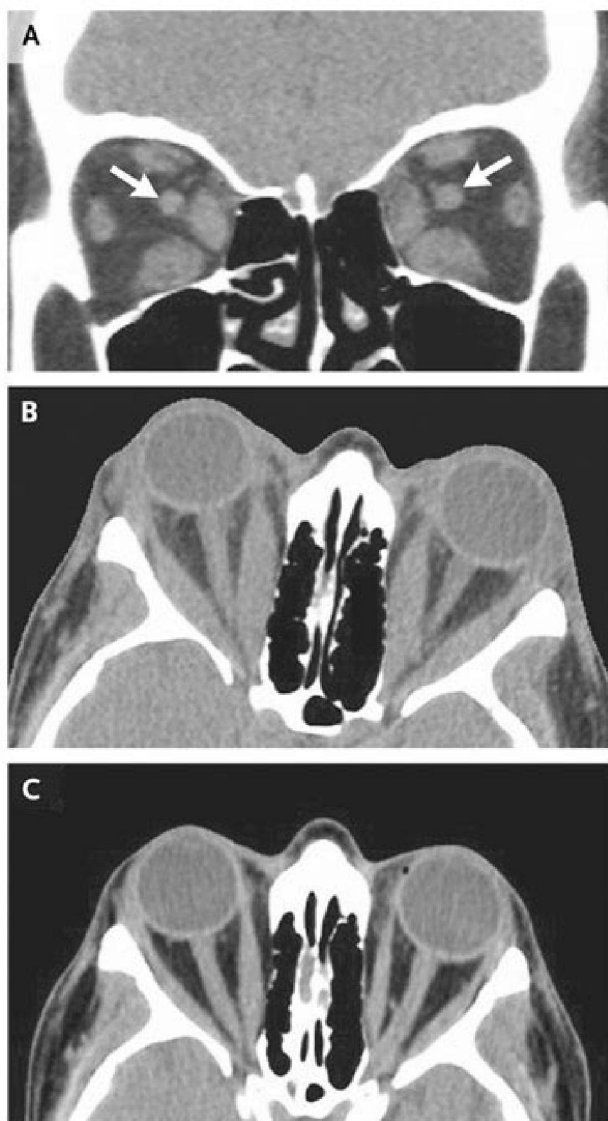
TAC das órbitas de dois doentes com orbitopatia de Graves. A – Alargamento dos rectos medial e inferior bilateralmente; os nervos ópticos não são comprimidos pelos músculos (setas); B – Outro doente, em que se observa exoftalmia e alargamento dos rectos medial e inferior; C – O mesmo doente com redução da exoftalmia e dos volumes musculares após terapêutica com glicocorticóides ev (Bartalena and Tanda 2009).
